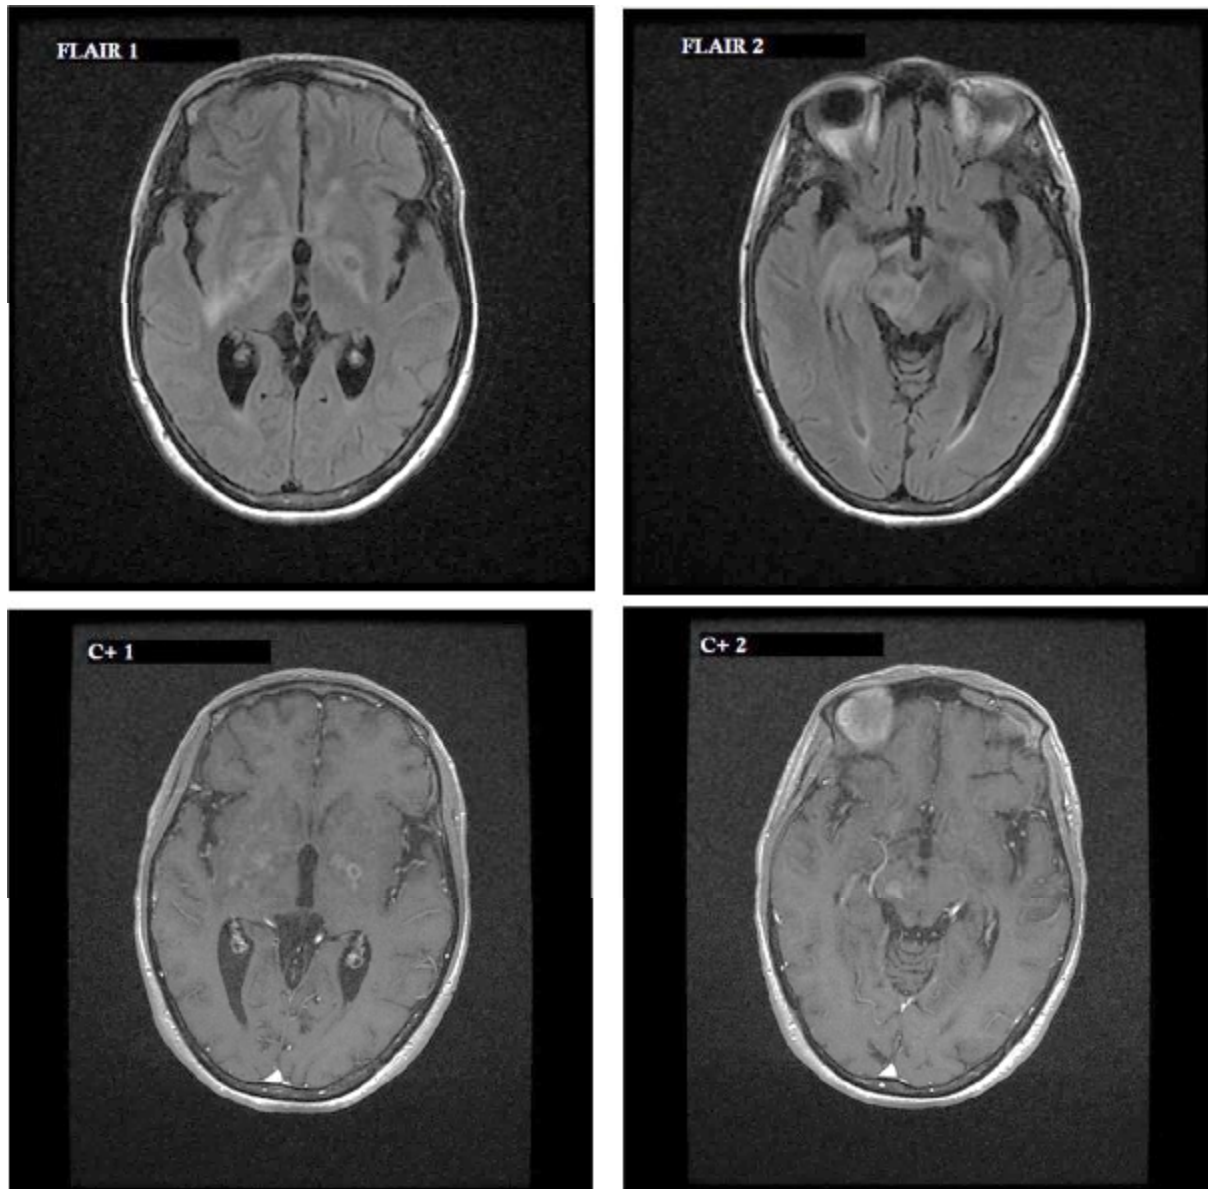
patiente âgée de 40 ans sans ATCDs pathologiques notables, admise pour syndrome méningé, hospitalisée pendant 1 mois à Meknès avec un bilan revenant en faveur d'une méningite à criptocoque mise sous amphotercin B sans amélioration notable, référée au chu où un bilan biologique et radiologique complet a été réalisé qui a objectivé un VIH positif avec une tuberculose du SNC. Une IRM cérébrale a été réalisée objectivant :
